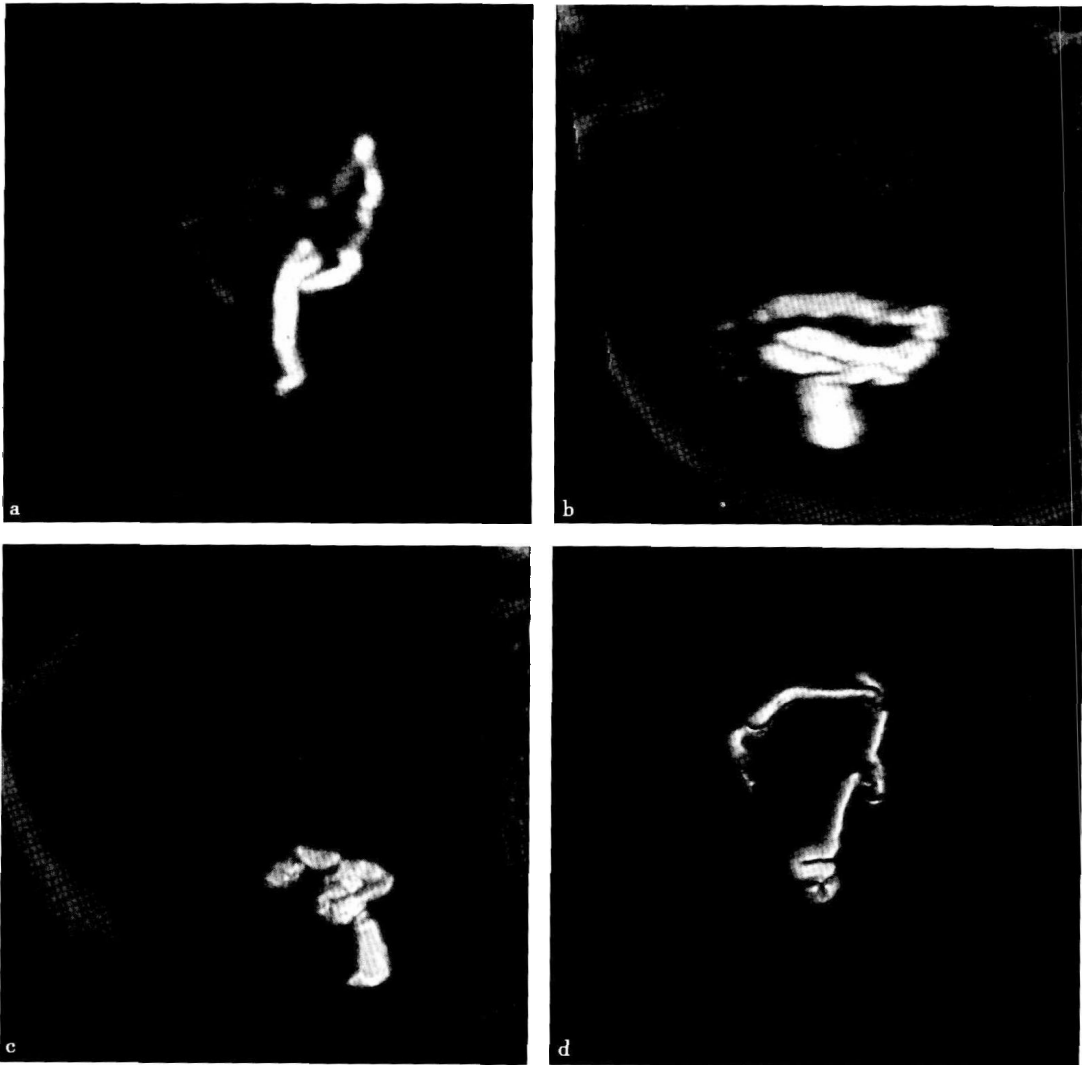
正常胎儿结肠三维 MRI, MIP(a)(孕 24<sup>45</sup> 周)、MPR(b, c)(孕 37 周)和 VR(d)(孕 32<sup>+6</sup> 周)显示胎儿结肠和直肠
